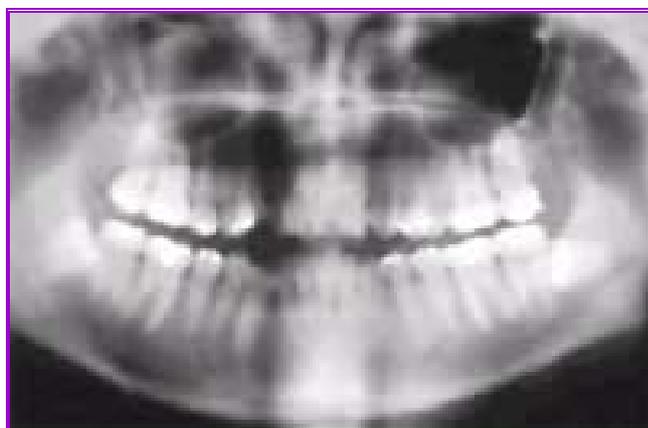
Ortopantomografía ³³
